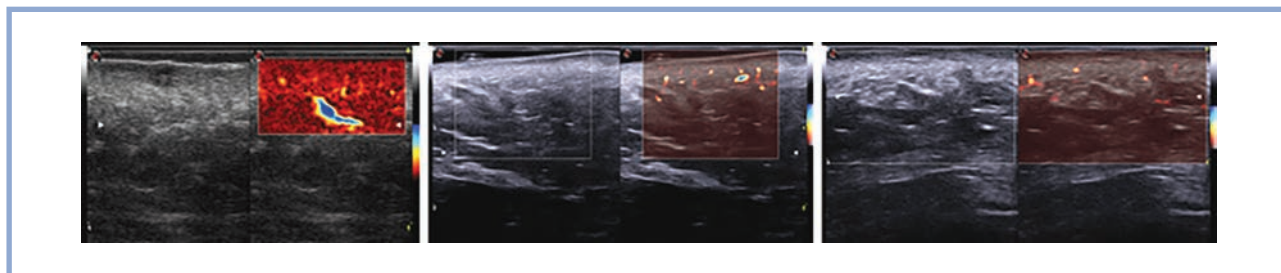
УЗИ мягких тканей лица в режиме двойного картирования (В-режим + MicroV). Визуализируется усиление васкуляризации в дерме.
